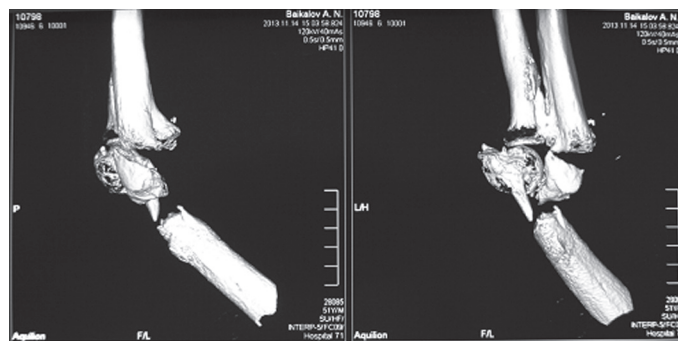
Компьютерная томография и реконструкция больного Б. перед операцией
